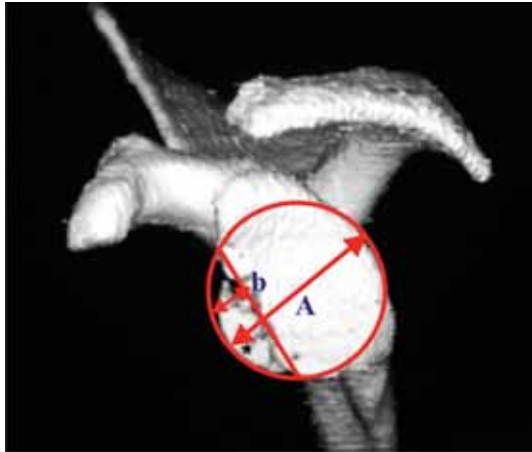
КТ-реконструкция гленоида в 3D режиме: b – размер дефекта; A – диаметр гленоида
